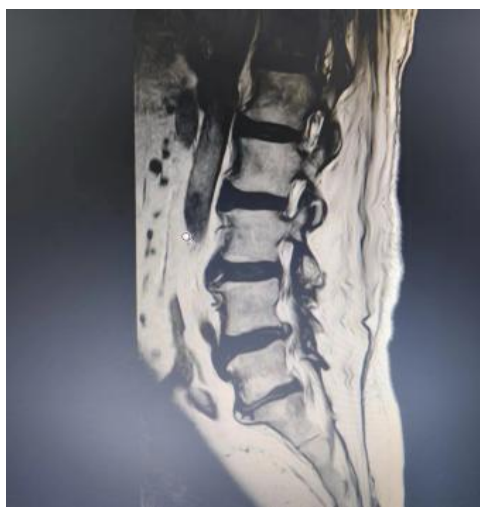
MRI lumbar spine in sagittal position
